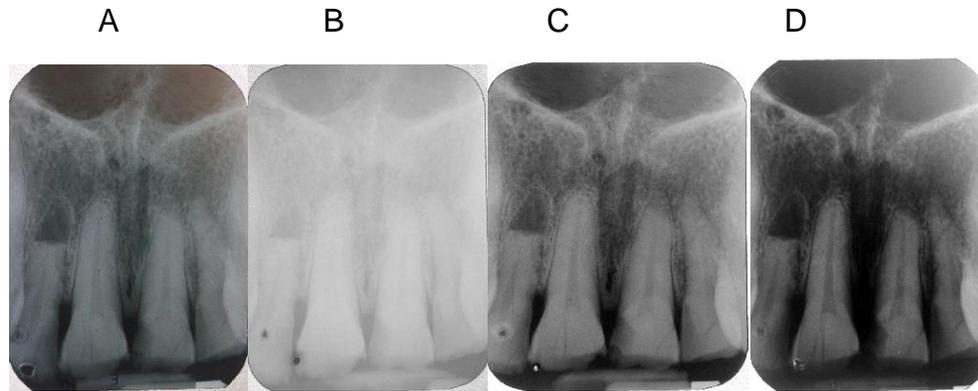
Radiografías de los Grupos A, B, C y D. FUENTE DIRECTA
